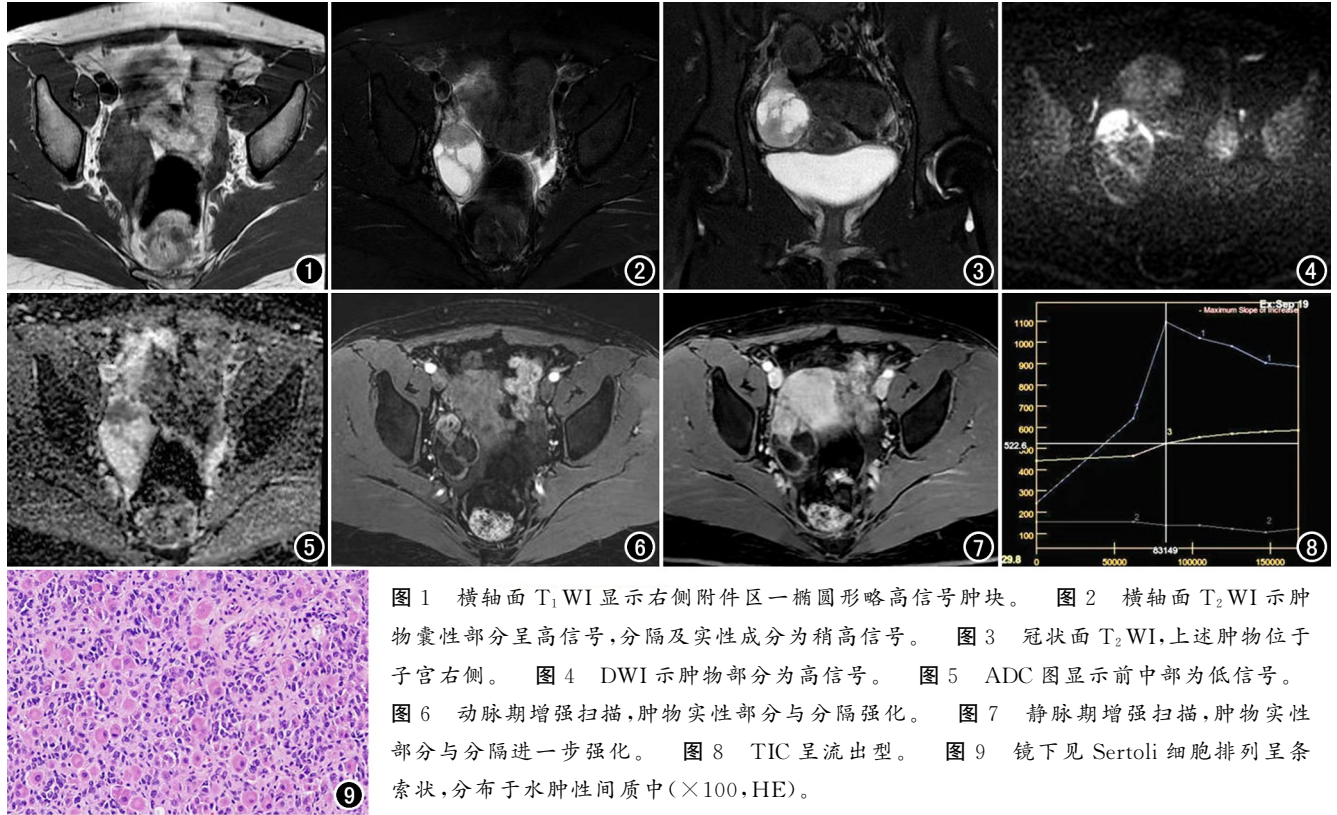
横轴面 T_1 WI 显示右侧附件区一椭圆形略高信号肿块。图 2 横轴面 T_2 WI 示肿物囊性部分呈高信号, 分隔及实性成分为稍高信号。图 3 冠状面 T_2 WI, 上述肿物位于子宫右侧。图 4 DWI 示肿物部分为高信号。图 5 ADC 图显示前中部为低信号。图 6 动脉期增强扫描, 肿物实性部分与分隔强化。图 7 静脉期增强扫描, 肿物实性部分与分隔进一步强化。图 8 TIC 呈流出型。图 9 镜下见 Sertoli 细胞排列呈条索状, 分布于水肿性间质中 ($\times 100$, HE)。
